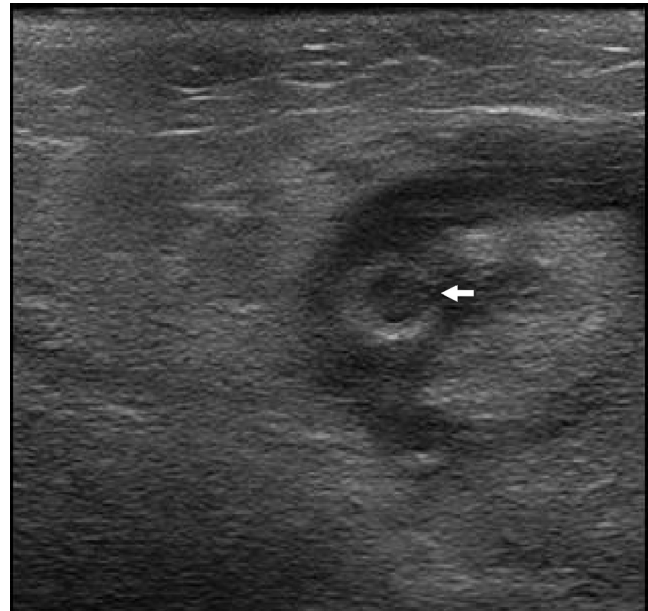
Ecografía abdominopélvica: Perforación (flecha) del apéndice en un corte transversal del conducto inguinal derecho.
